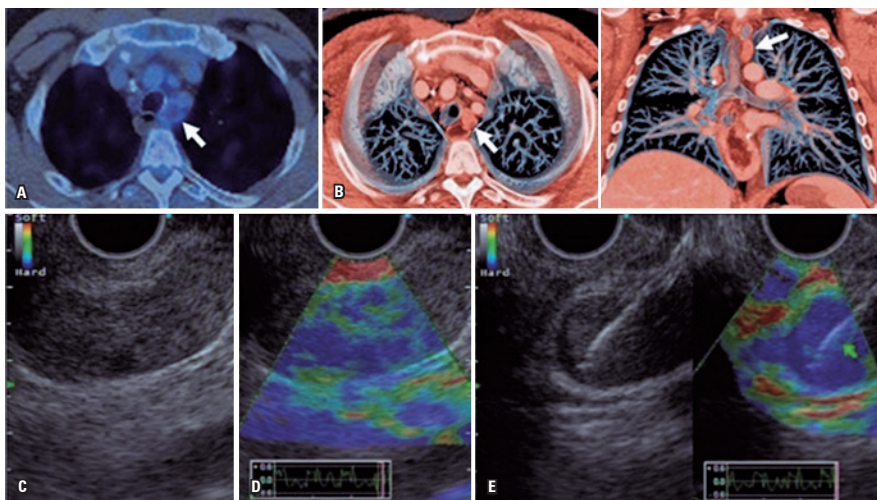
Linfonodo paratraqueal. (A) Imagem de tomografia por emissão de pósitron com linfonodo paratraqueal esquerdo (SUV 5,5); (B) Reconstrução da tomografia de tórax em cortes axial e coronal, com aumento de linfonodo (seta branca); (C) Ultrassonografia endoscópica mostra linfonodo hipocogênico, homogêneo, com tamanho ao redor de 25mm; (D) Elastografia qualitativa com características de rigidez intermediária (azulado e esverdeado); (E) Punção ecoguiada
